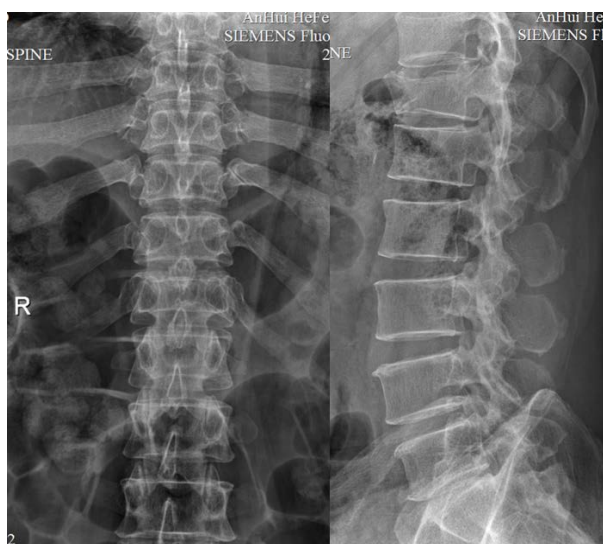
Pre-operative x-ray of T12 vertebral fracture
